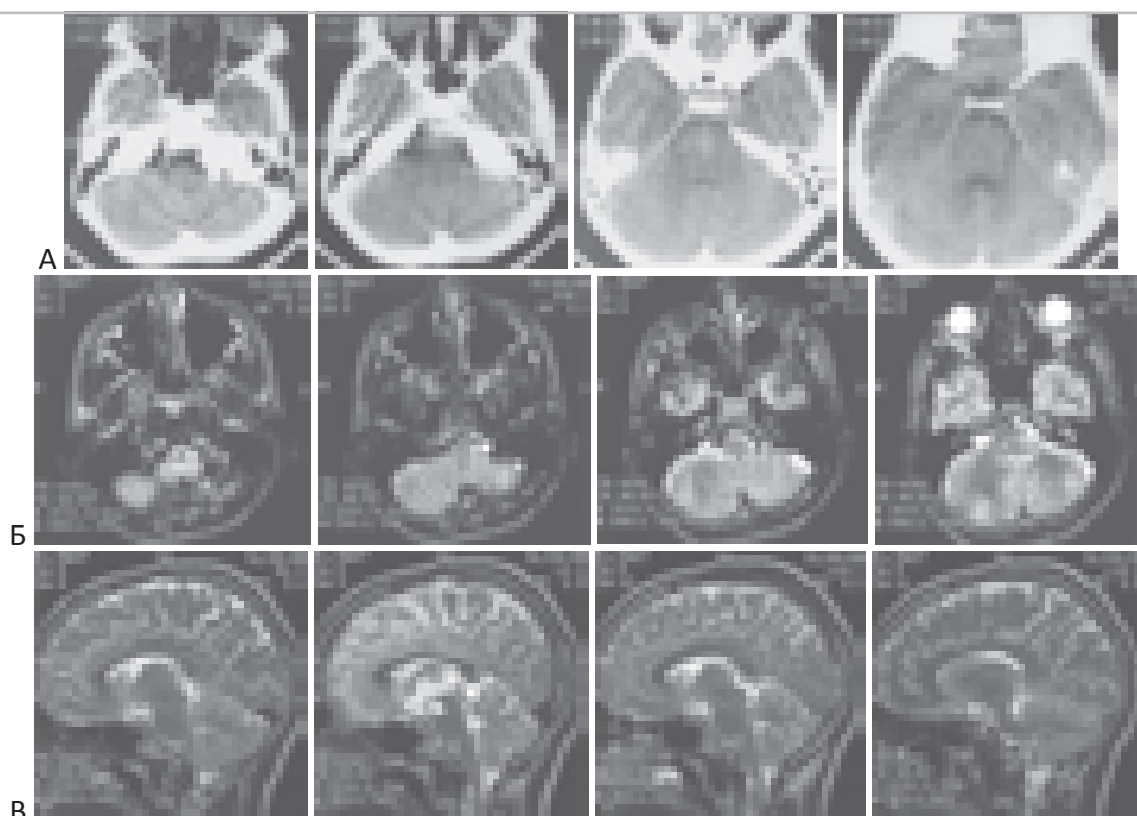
Контрольные исследования после тотального удаления хордомы ската. “А” – КТ от 23.05.1997 г. через 5 лет после операции – удаления хордомы ската. “Б”, “В” – T2-взвешенные МРТ от 31.08.2005, через 13 лет после операции – удаления хордомы ската, аксиальная и сагиттальная проекция. Больной С-в.
